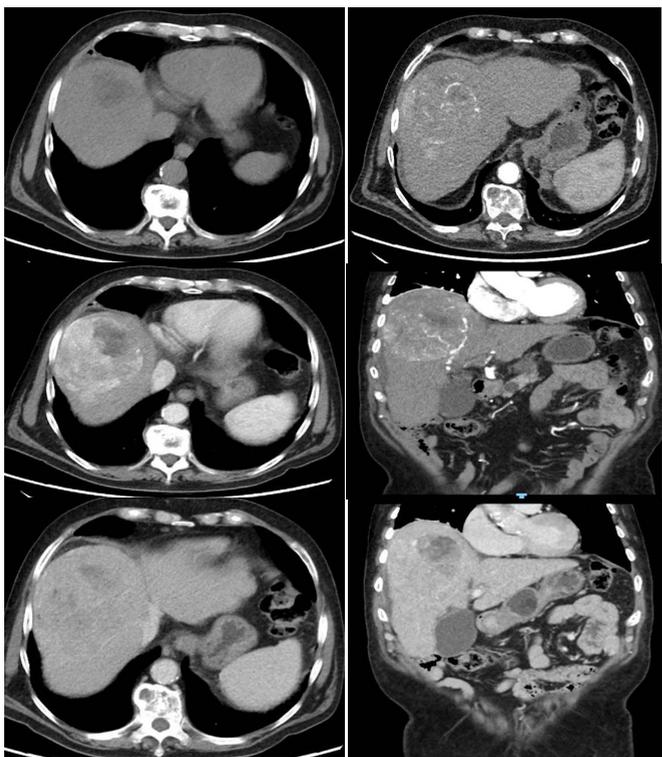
a, b, c, d, e: Tomografía de hígado sin Contraste y con contraste. En fase arterial y venosa, en cortes axiales y coronal.
